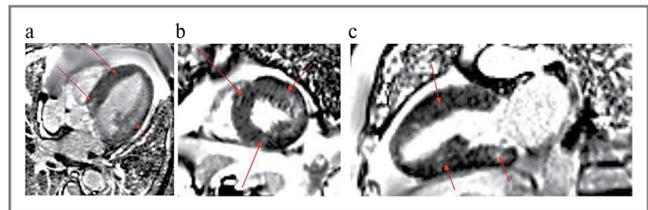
МРТ сердца с контрастированием, стрелками обозначены участки интрамиокардиального фиброза.
